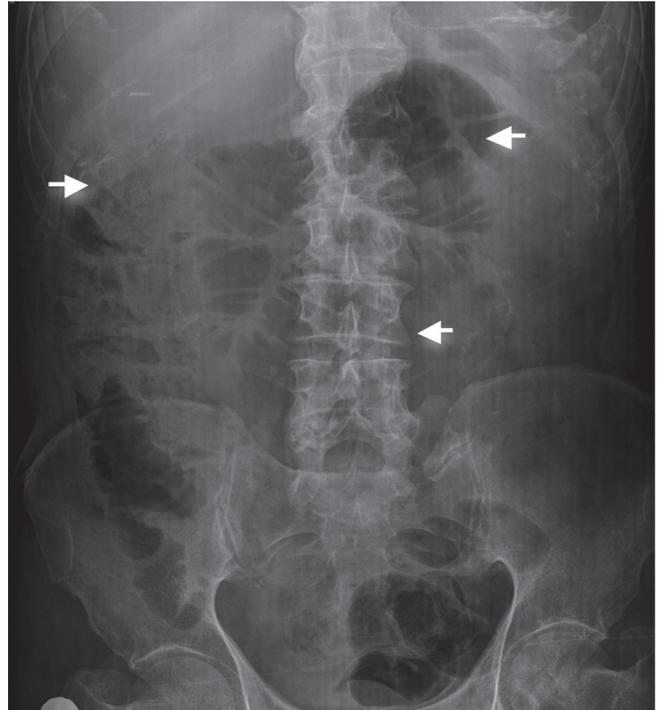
Radiografía de abdomen: dilatación de las asas del intestino delgado.
